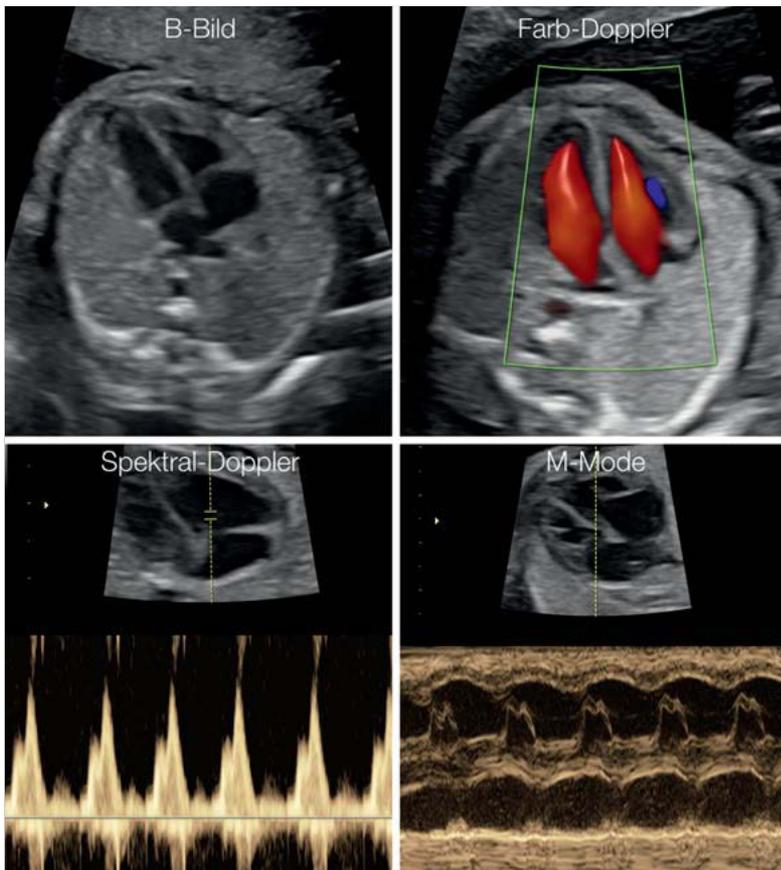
Die wichtigsten Methoden der fetalen Echokardiografie sind die B-Bild-, Farb-Doppler-, Spektral-Doppler- und M-Mode-Sonografie.
